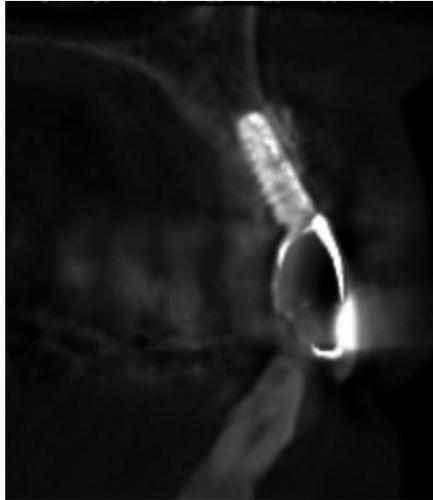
上部構造装着時のCT像。口蓋側は天然歯とほぼ同等の位置にすることができ、唇側幅径も問題なく舌感も良好であった。
